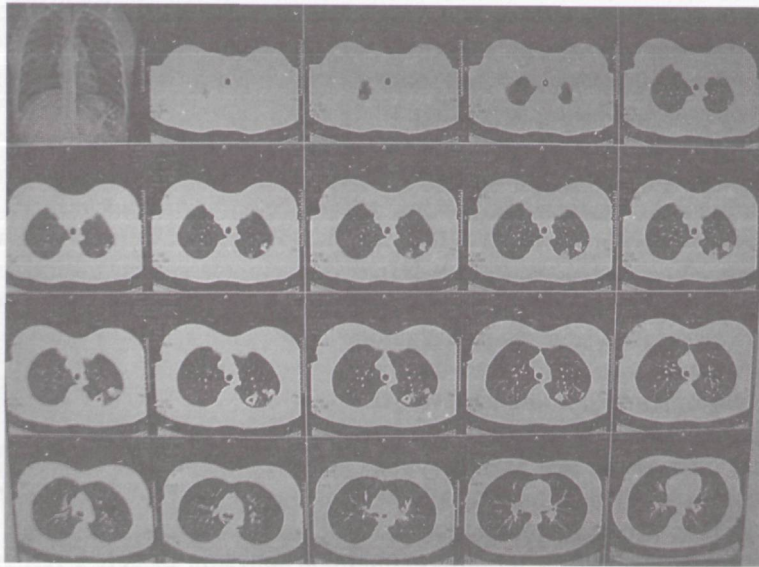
Серия компьютерных томограмм больного с туберкулемой верхней доли левого легкого
